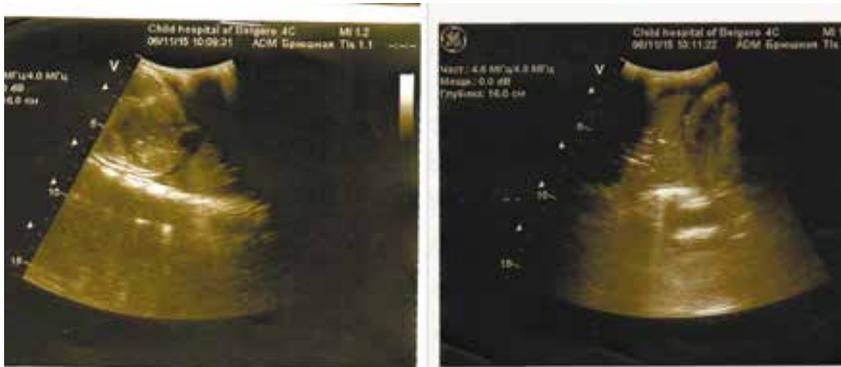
УЗИ плевры ребенка С. 2 лет от 06.11.2015 г.
